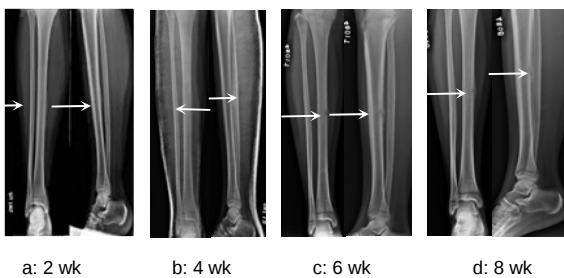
X-ray image after plaster fixation treatment
